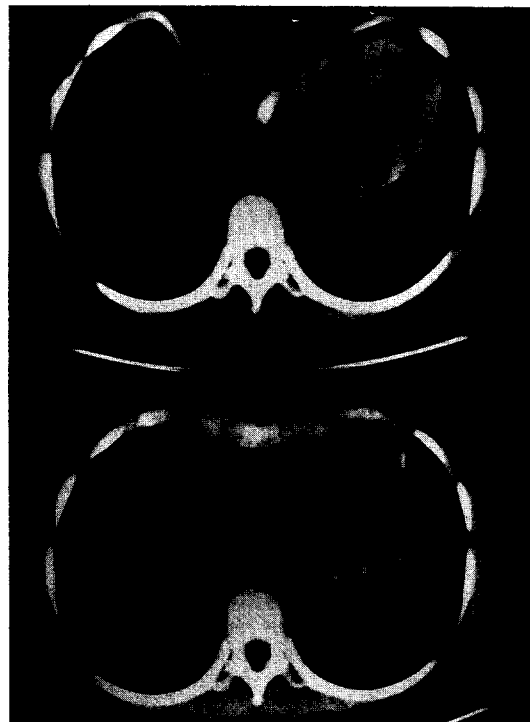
Preoperative and postoperative CT at the most depressed area. Postoperative CT showed markedly elevated sternum.
